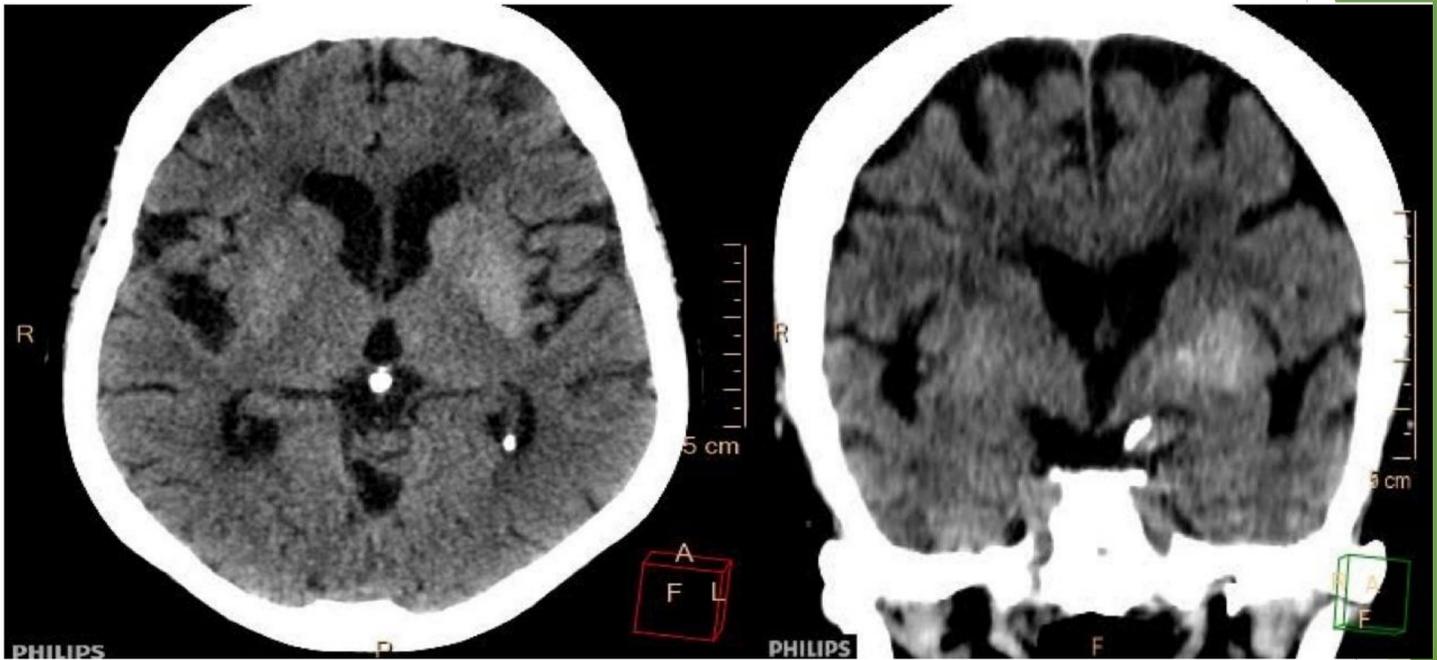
TC: Hiperdensidad espontánea del núcleo lenticular izquierdo.
